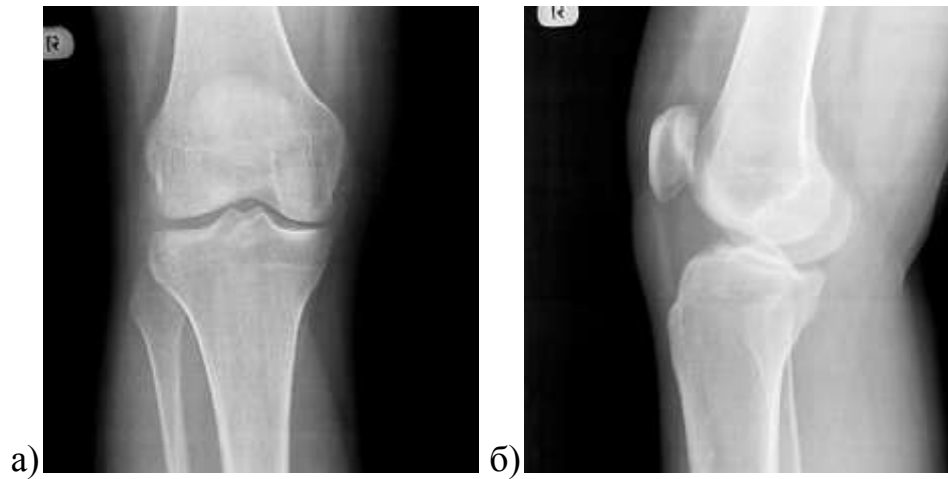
Рентгенограммы правого коленного сустава пациента К., 41 год, с I ст. гонартроза: а) прямая проекция (незначительное сужение суставной щели, субхондральный склероз внутреннего мыщелка большеберцовой кости); б) боковая проекция.
